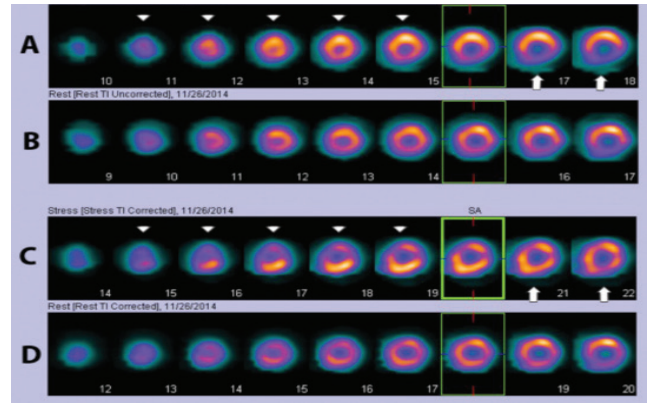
Akut miyokart infarktüsü nedeni ile koroner anjiyografi yapılan 51 yaşındaki erkek hastada sirkumfleks arterde total oklüzyon saptanarak bu bölgeye stent uygulanmıştır. Girişim sonrasında yapılan tek gün rest-adenozin stres Tc-99m metoksiizobütilizonitril SPECT/BT çalışmasında: Atenüasyon düzeltmesi yapılmamış görüntülerde (A,B) lateral duvarda saptanan MI ile uyumlu geniş perfüzyon defektine ek olarak, akut miyokart infarktüs alanının inferior komşuluğunda (oklar) efor iskemisi açısından kuşku görünüm mevcuttur. Atenüasyon düzeltmesi yapılmış rest ve stres görüntülerinde (C,D), tanımlanan alanda perfüzyon normal sınırlarda izlenmektedir. Bu olguda infarkt alanı komşuluğunda rezidüel efor iskemisi kuşku bilgisayarlı tomografi atenüasyon düzeltme ile ekarte edilmektedir (Ondokuz Mayıs Üniversitesi arşivinden)
